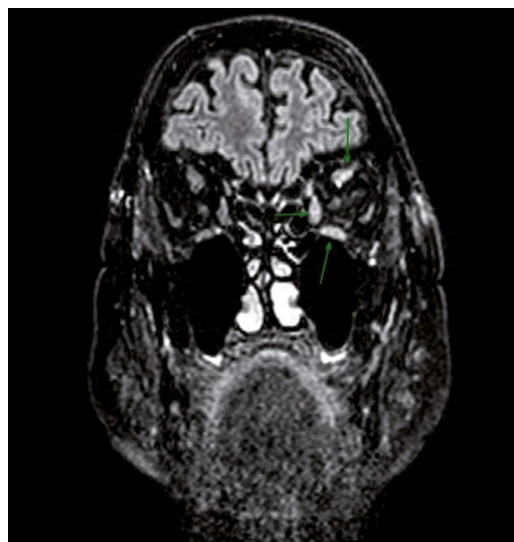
Engrosamiento con hiperintensidad de señal visible en la musculatura extrínseca ocular izquierda, en secuencia FLAIR de la RM.
